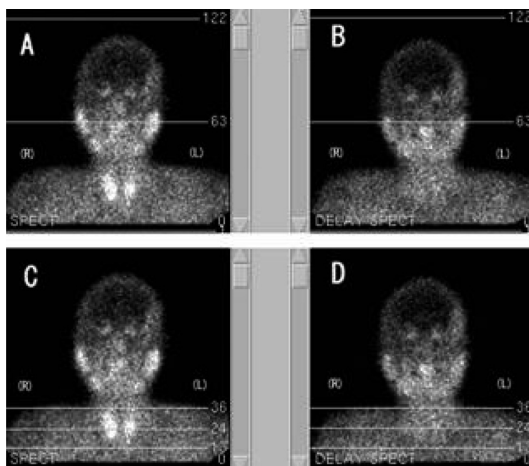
Planar images used to decide the reconstructed regions for SPECT images. (A) and (C) Early planar images. The line marked 63 in (A) shows the centerline in a 128-matrix. Note that the centerline passes through the bilateral external auditory canal. The region between the pair of lines 13 and 36 is selected as the reconstructed region on SPECT images, excluding the salivary glands. (B) and (D) Delayed planar images. Similarly, the centerline passes through the bilateral external auditory canal. The reconstructed region for the delayed SPECT image is similarly selected between the same lines 13 and 36.
